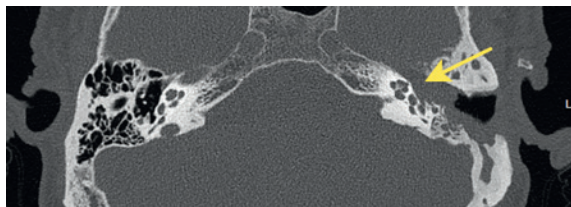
(А). КТ левой височной кости в аксиальной проекции
